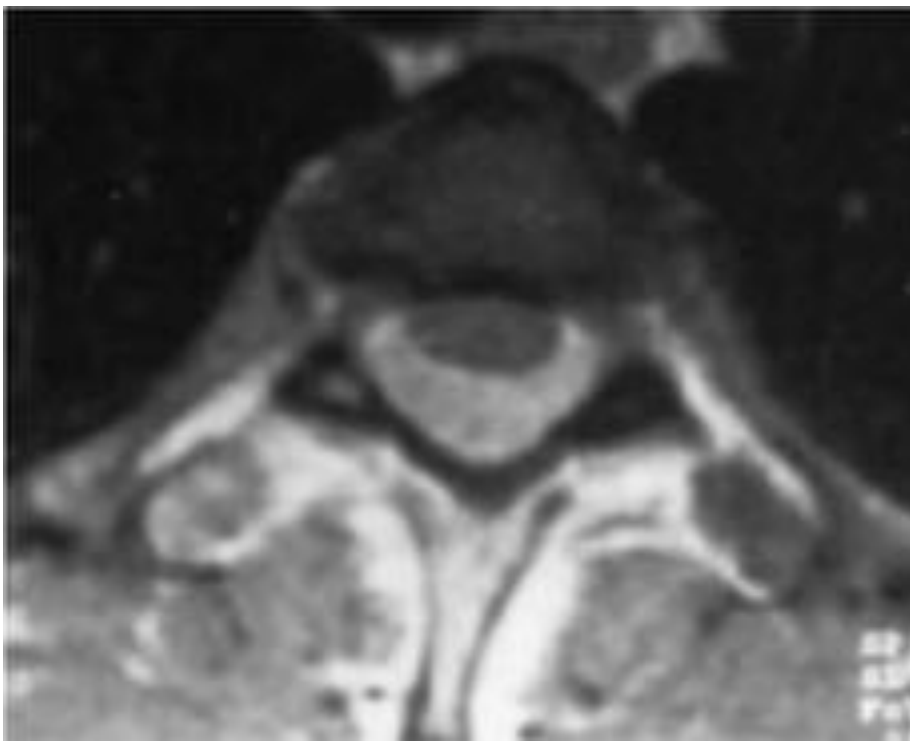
RM. Corte axial en secuencia potenciada en T1 con gadolinio, donde se observa la baja señal del componente óseo del arco posterior vertebral, y la intensa captación de contraste del componente tumoral epidural posterior, que desplaza la médula en sentido anterior.
